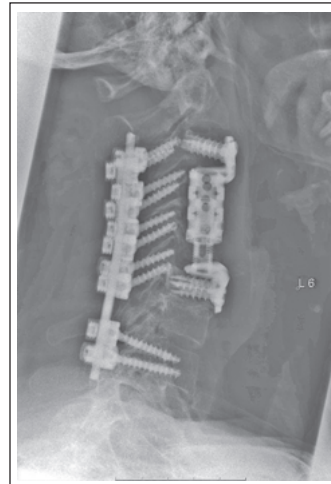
Seitliche Röntgenaufnahmen nach ventraler Spondylektomie und kombinierter ventro-dorsaler Stabilisierung durch distrahierbaren Titankorb mit dorsalem Schrauben-Stab-System.
